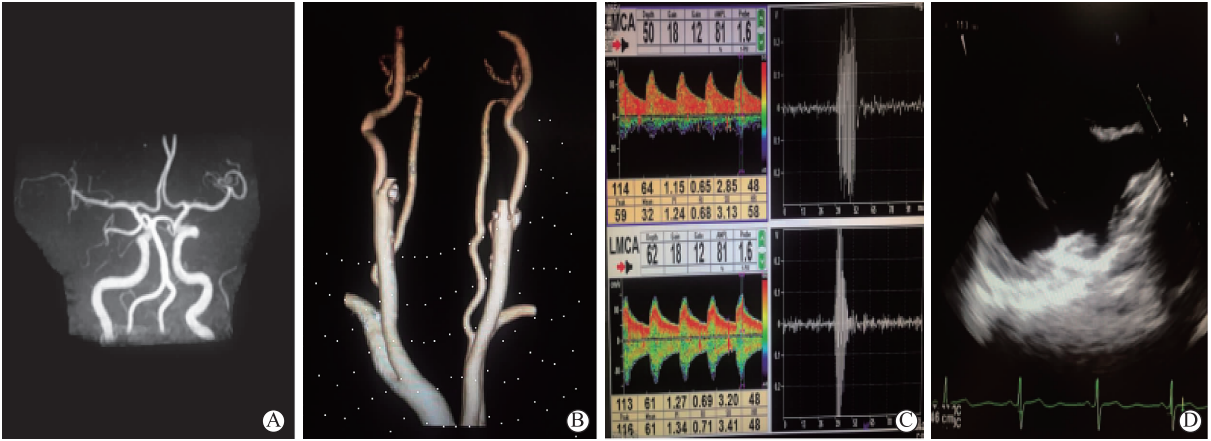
A为病例1的头颅MR血管成像显示颅内血管未见明显异常;B为病例1的颈部+血管螺旋CT增强扫描重建显示双侧颈动脉、椎动脉未见明显狭窄;C为病例1的经颅多普勒超声发泡实验(TCD)显示发泡实验阳性;D为病例1的经食道心脏彩超显示卵圆孔未闭
